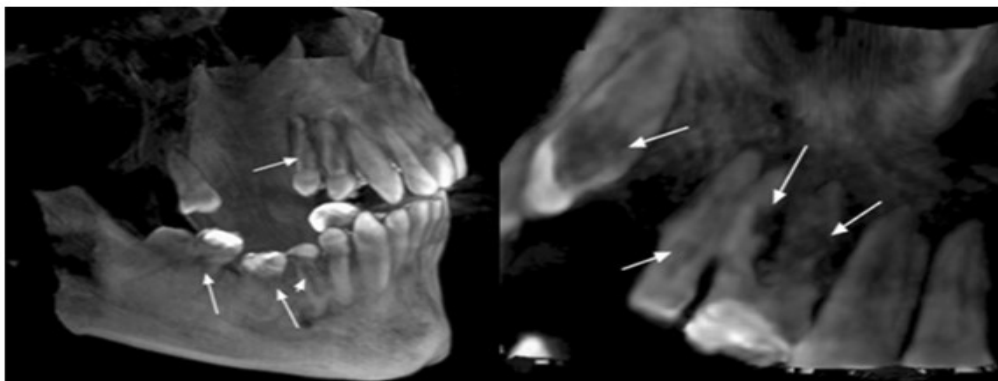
CBCT: Reabsorção radicular externa vs reabsorção radicular interna.
